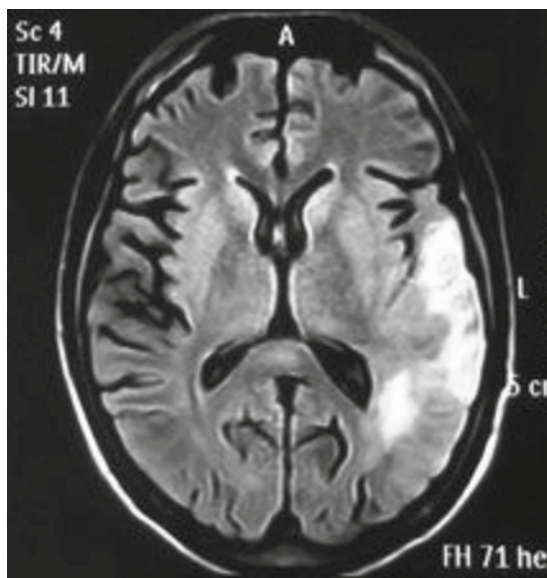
Resonancia magnética en T1 que evidencia una imagen hiperintensa en la región temporo-occipital izquierda.
